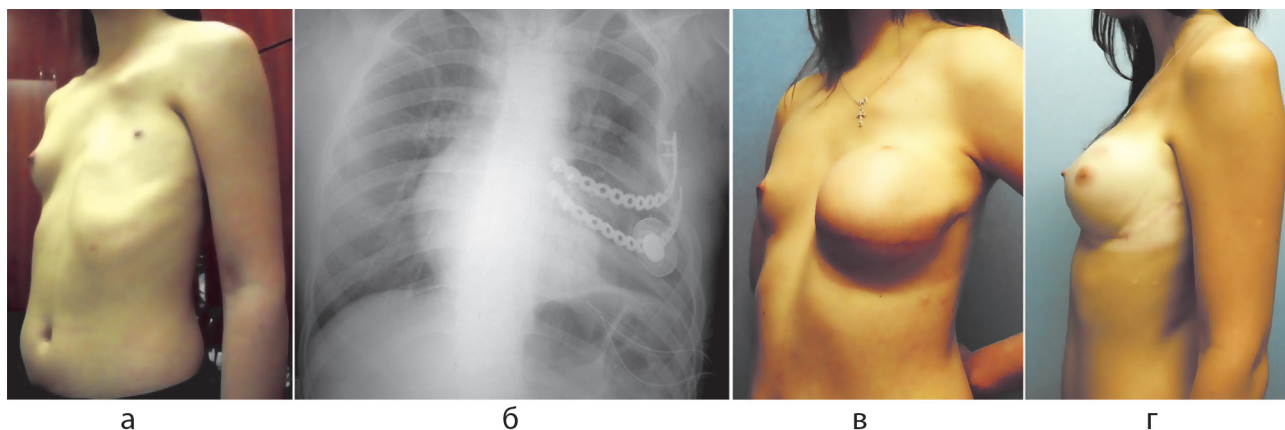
Пациентка И., 18 лет. Диагноз: синдром Поланда слева. Агенезия IV-V ребер по передней поверхности грудной клетки слева: а – фото до операции; б – рентгенограмма грудной клетки в прямой проекции. Протезирование IV-V ребер по передней поверхности грудной клетки слева. Остеосинтез пластинами и винтами «Matrix rib». Установка экспандера; в – фото через 6 месяцев после I этапа хирургического лечения. Создан достаточный запас мягких тканей для последующего протезирования молочной железы; г – фото после II этапа оперативного лечения. Сформирована молочная железа
